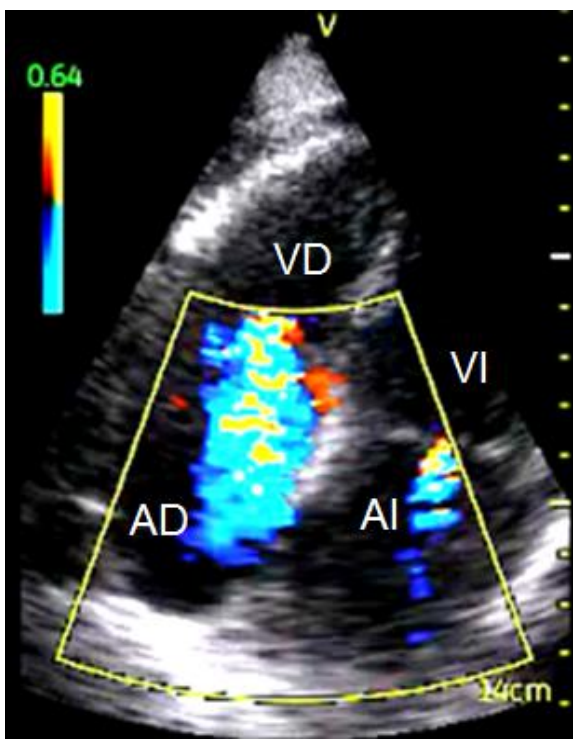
Paciente con insuficiencia mitral ligera e insuficiencia tricuspídea moderada en plano apical 4 cámaras
